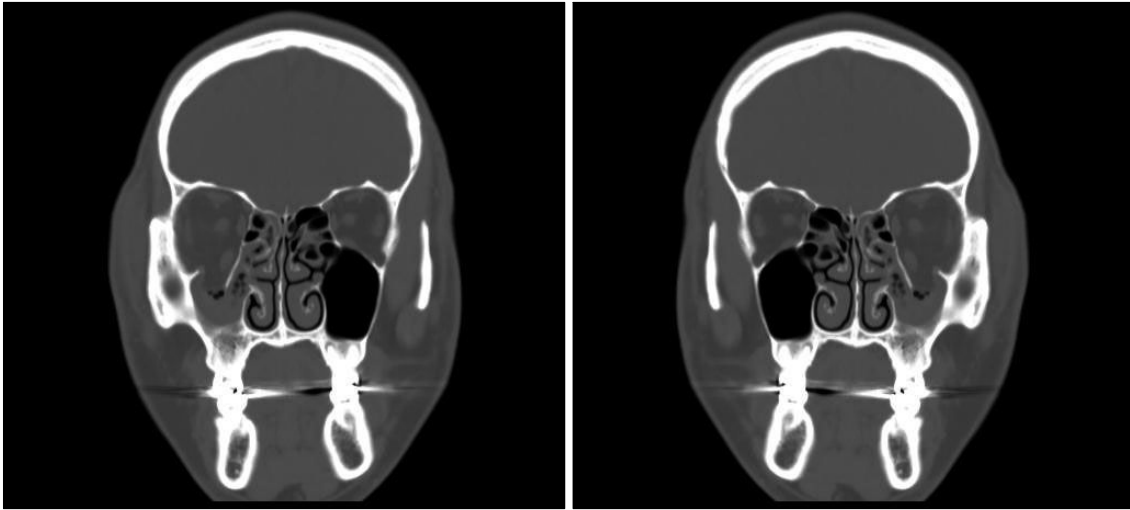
A 26-year old man was diagnosed with right orbital wall fracture. (Right) CT shows inferior orbital wall fracture with soft tissue herniation. (Left) After mirror-image reconstruction of the orbital wall.
